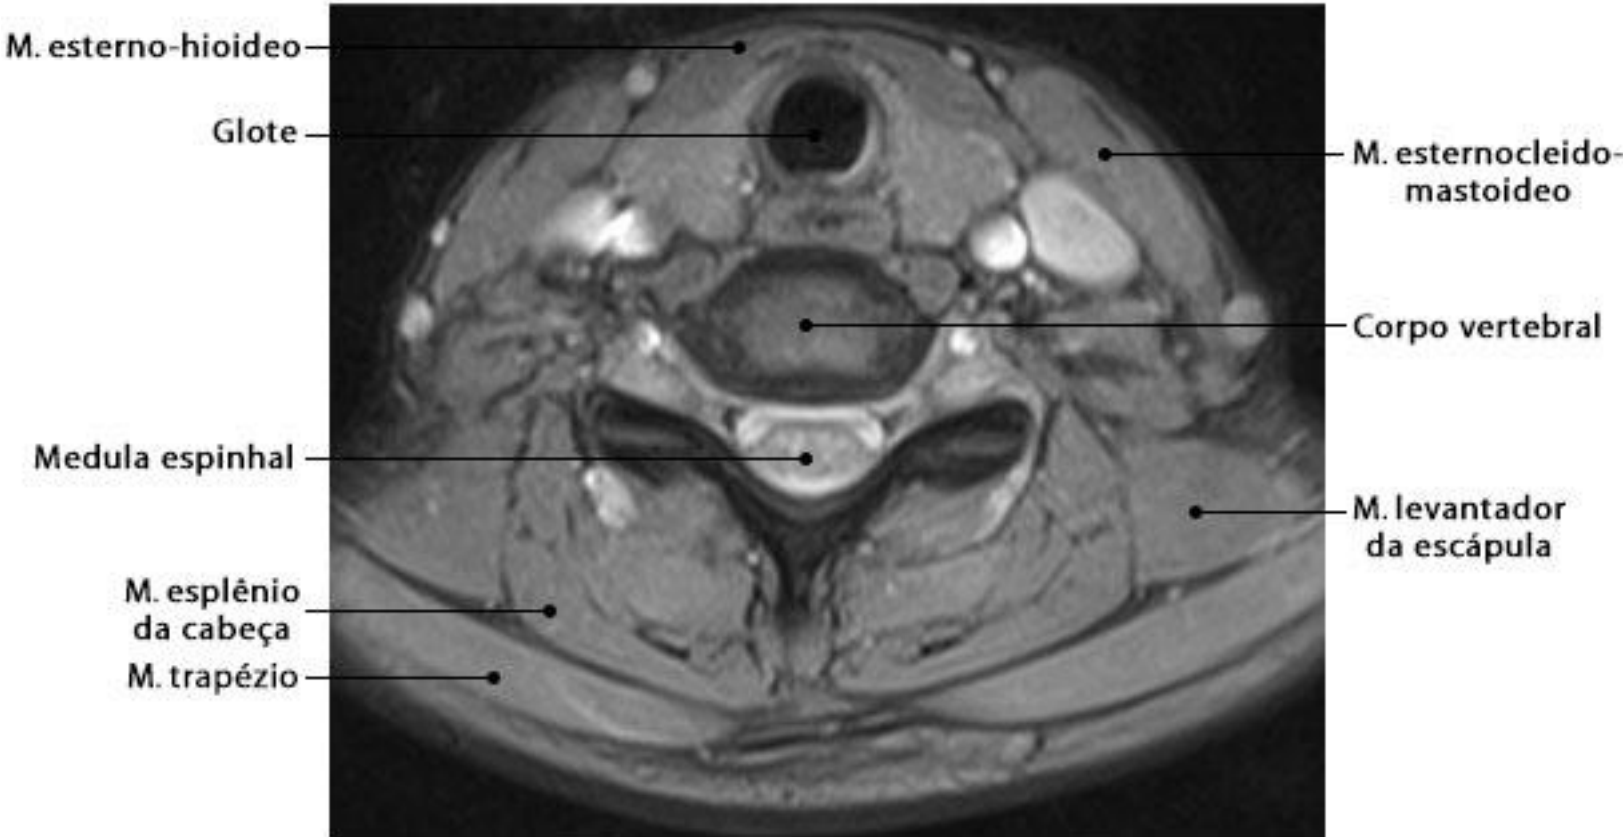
RM da coluna cervical em corte axial com ponderação T2
